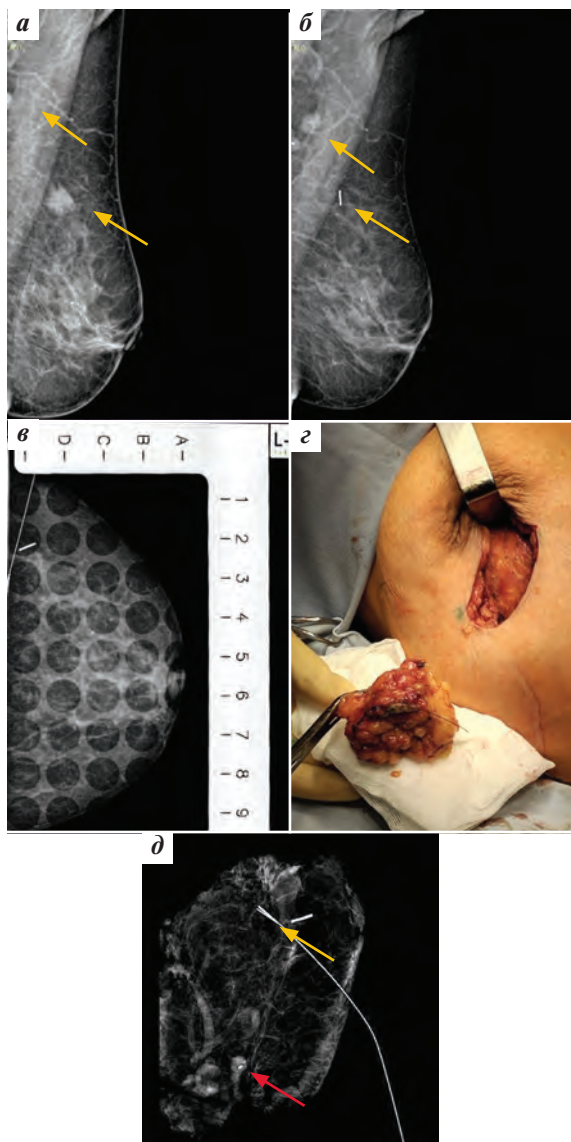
Пример маркировки первичной опухоли и аксиллярного лимфатического узла перед неoadъювантной химиотерапией с целью последующей разметки и выполнения органосохраняющего лечения: а – маммограмма перед началом неoadъювантной химиотерапии, стрелками указаны опухоль молочной железы и аксиллярный лимфатический узел; б – маммограмма после неoadъювантной химиотерапии, стрелками указаны клипса в молочной железе (полный рентгенологический ответ) и лимфатическом узле; в – разметка под рентгенологическим контролем, к клипсе подведена якорная игла; г – этап радикальной резекции, удален сектор молочной железы с регионарными лимфатическими узлами; д – рентгенологический контроль удаленного сектора, видны якорная игла, подведенная к клипсе в первичной опухоли (желтая стрелка), и клипса в лимфатическом узле (красная стрелка)
